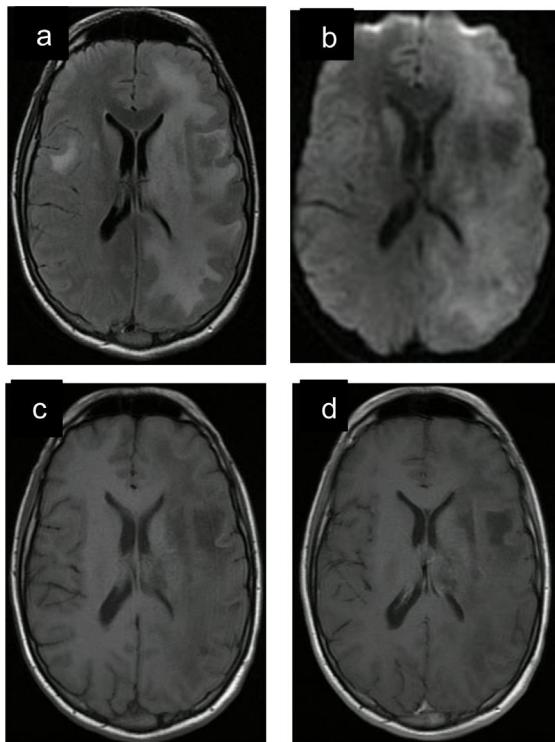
Resonancia magnética nuclear de cráneo (caso clínico n.º 8). Lesión subcortical y yuxtacortical frontal derecha y fronto-parieto-occipital, cápsula interna, tálamo y núcleo lenticular izquierdo hiperintensa FLAIR (a), tenue restricción de señal en DWI (b), hipointensa en T1 (c), sin realce con contraste EV (d).
